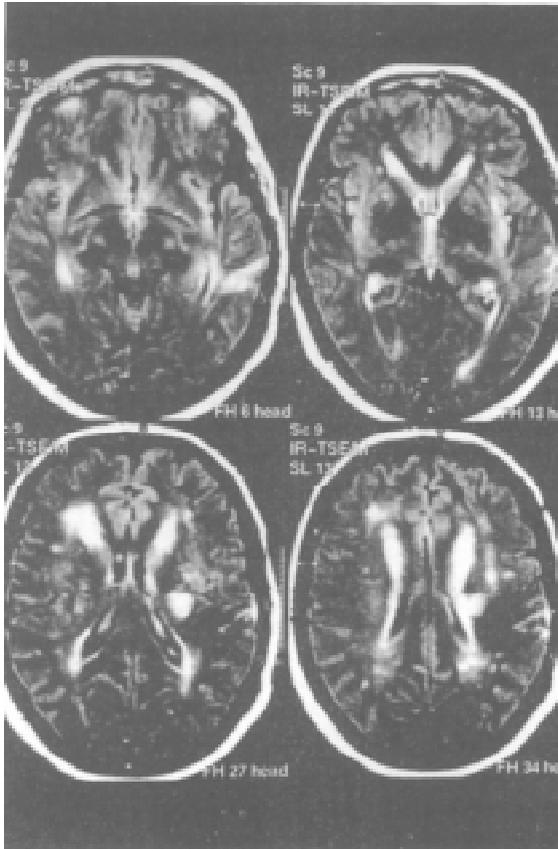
RM en secuencia FLAIR que evidencia múltiples lesiones subcorticales de aspecto isquémico e hiperintensidad de la sustancia blanca periventricular.
